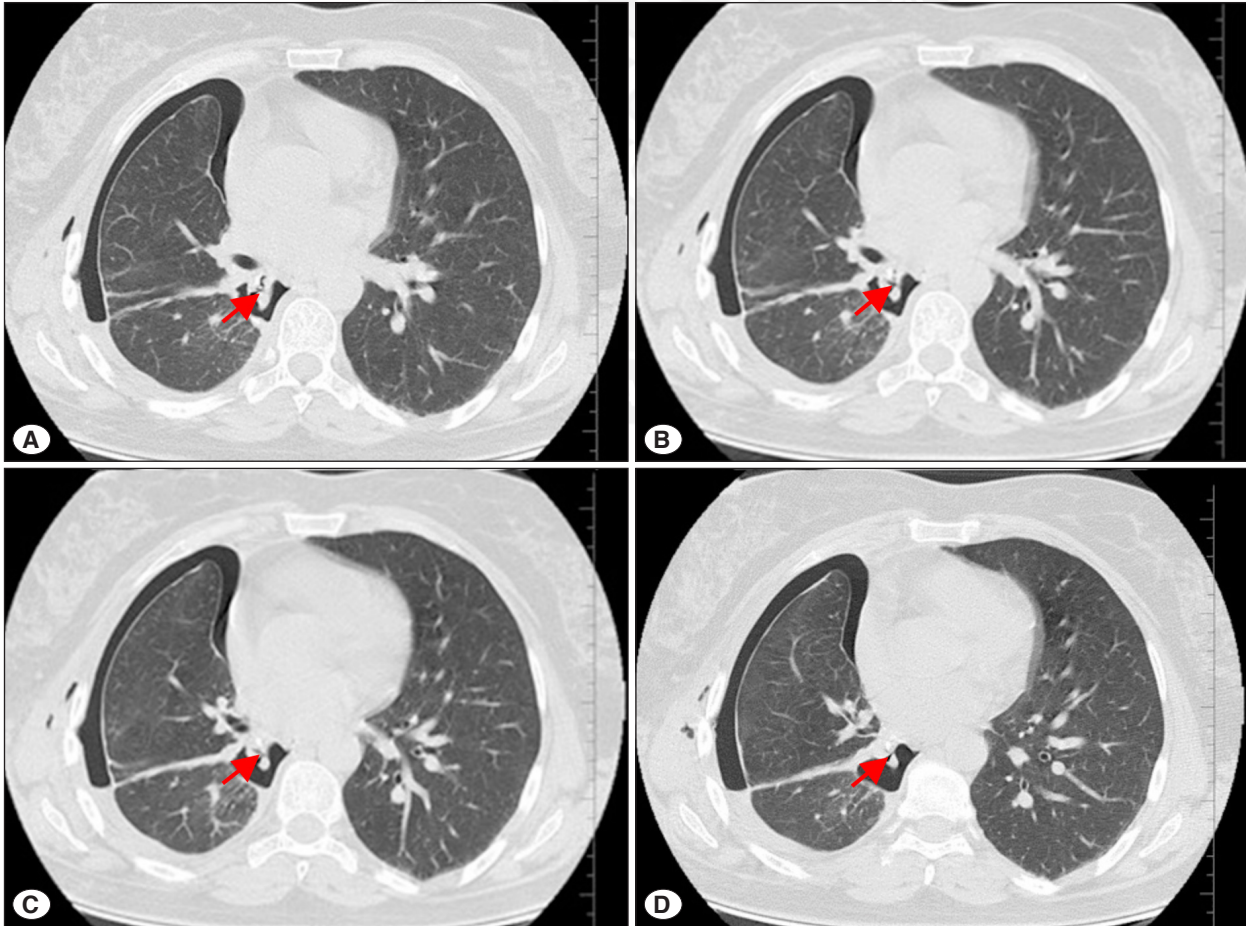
Hastanın başvurusu sırasında çekilen kontrastlı toraks BT'sinde sağ akciğer alt lobda tipik iki farklı odakta aspergilloma ile uyumlu serbest fungus topu ve medialinde eşlik eden bül (A) ve 'air-crescent' bulgusu olan diğer nodüler dansite (B) görülmektedir.
